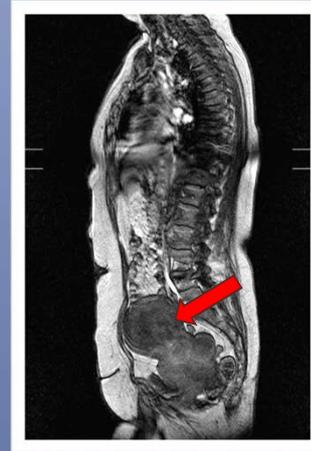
IRM rachidienne révélant la masse pelvienne
